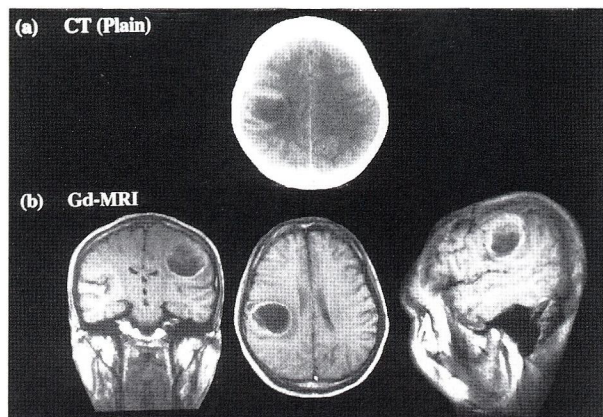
(a) CT showed a cystic mass in left frontoparietal lobe.
